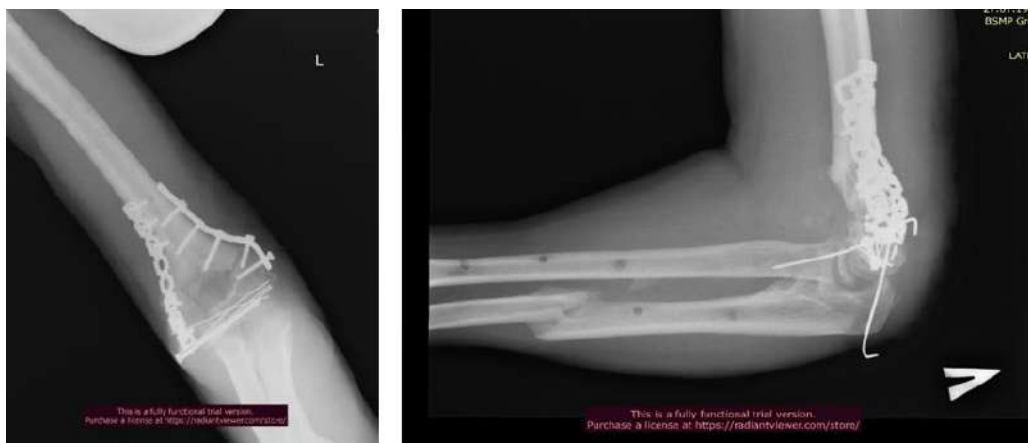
Рентгенограммы локтевого сустава после операции
